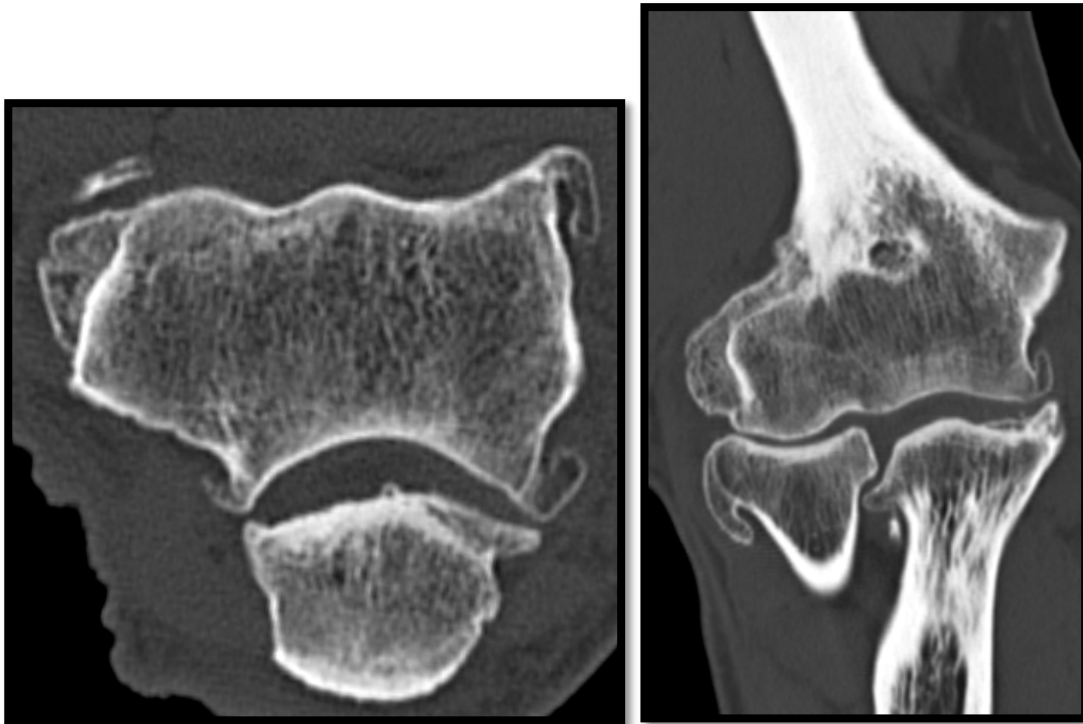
[17]:TDM en fenêtres osseuses
